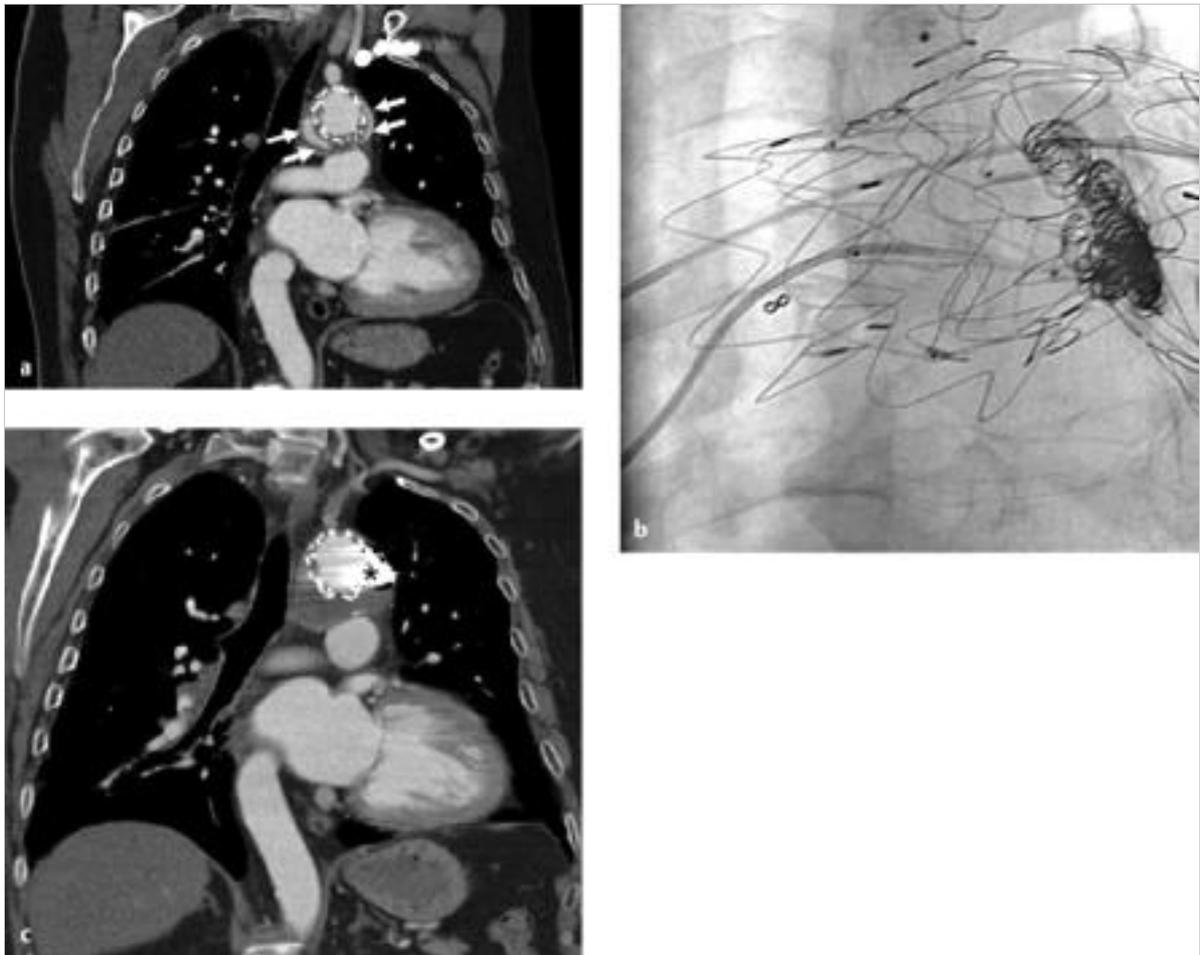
Zustand nach TEVAR eines Typ-I-Aneurysmas im distalen Aortenbogen. 67-jähriger Mann. Die postinterventionelle CT zeigt ein Typ-1A-Endoleak (a, Pfeile). Bei nach proximal fehlender Landungszone für eine mögliche Prothesenverlängerung erfolgt eine transarterielle Embolisation. Dazu wird das Endoleak über einen femoralen Zugang mittels Sidewinder-I-Katheter sondiert und der Eingang in das Endoleak danach mit Spiralen embolisiert (b). Die Kontroll-CT 3 Monate später zeigt die korrekte Lage der Spiralen (c, Stern). Das Endoleak ist komplett ausgeschaltet.
